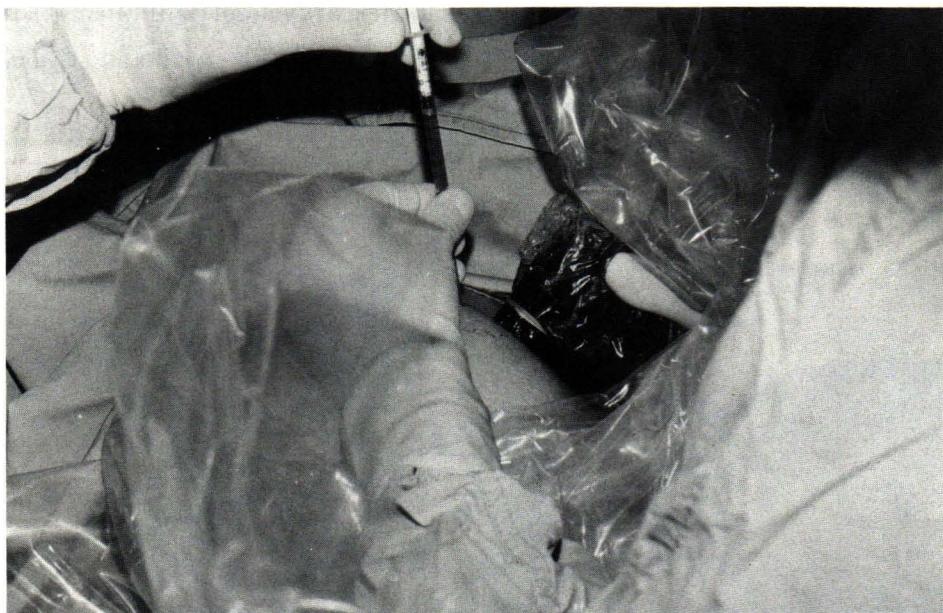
Fetal blood sampling under ultrasound guidance.
